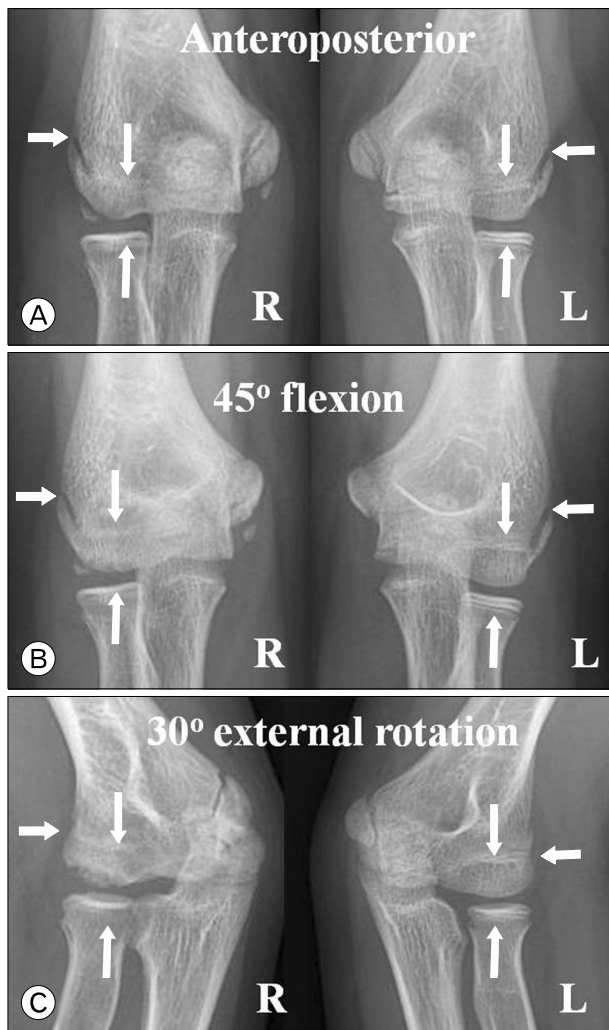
Bilateral plain radiographs of 12-year-old pitcher with osteochondritis dissecans in right (R) elbow. (A) Anteroposterior, (B) 45° flexion anteroposterior, and (C) 30° external rotation oblique views show earlier physeal closure than left (L) elbow in capitellum, radial head, and lateral epicondyle. Arrows indicate each lateral compartment physes; lateral epicondyle, capitellum, radial head.
